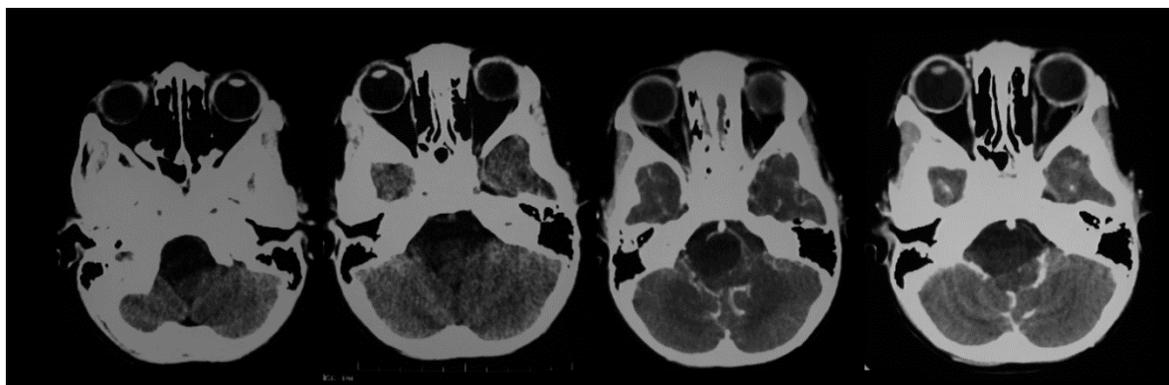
TAC simple y contrastada que evidencia lesión en APC izquierdo compatible con quiste aracnoideo.
